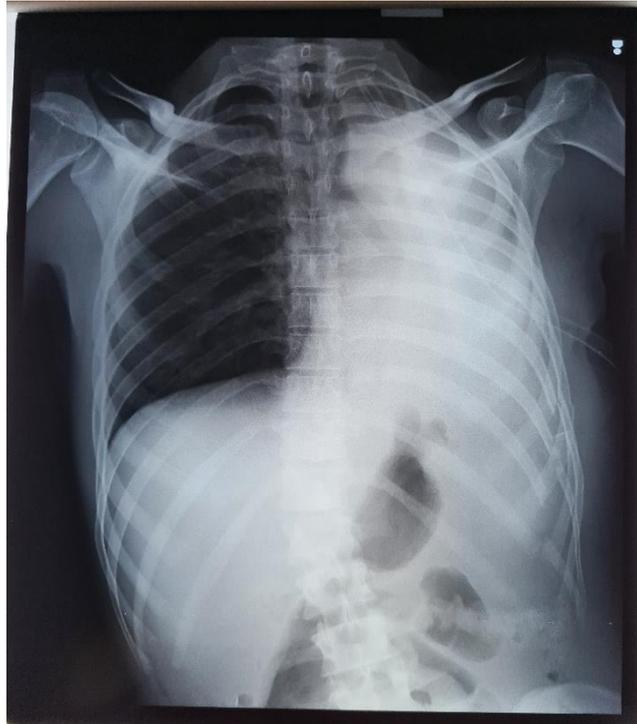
Radiographie thoracique de face de contrôle (à J3 post-opératoire) : Atélectasie complète du poumon gauche
